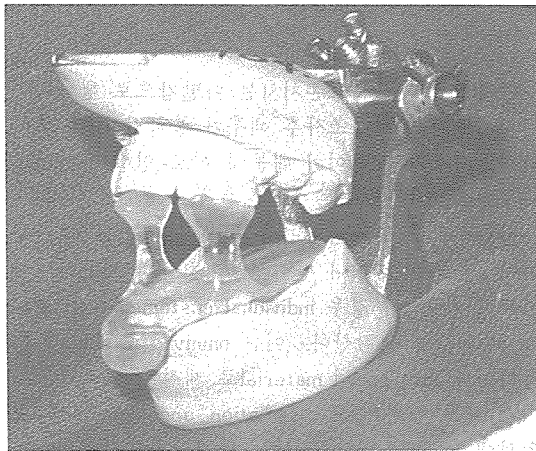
방사선 보호장치의 일종 : 방사선조사시 이 장치의 장착으로 개구상태 및 하순의 전방 이동과 혀의 고정을 도모한다.
